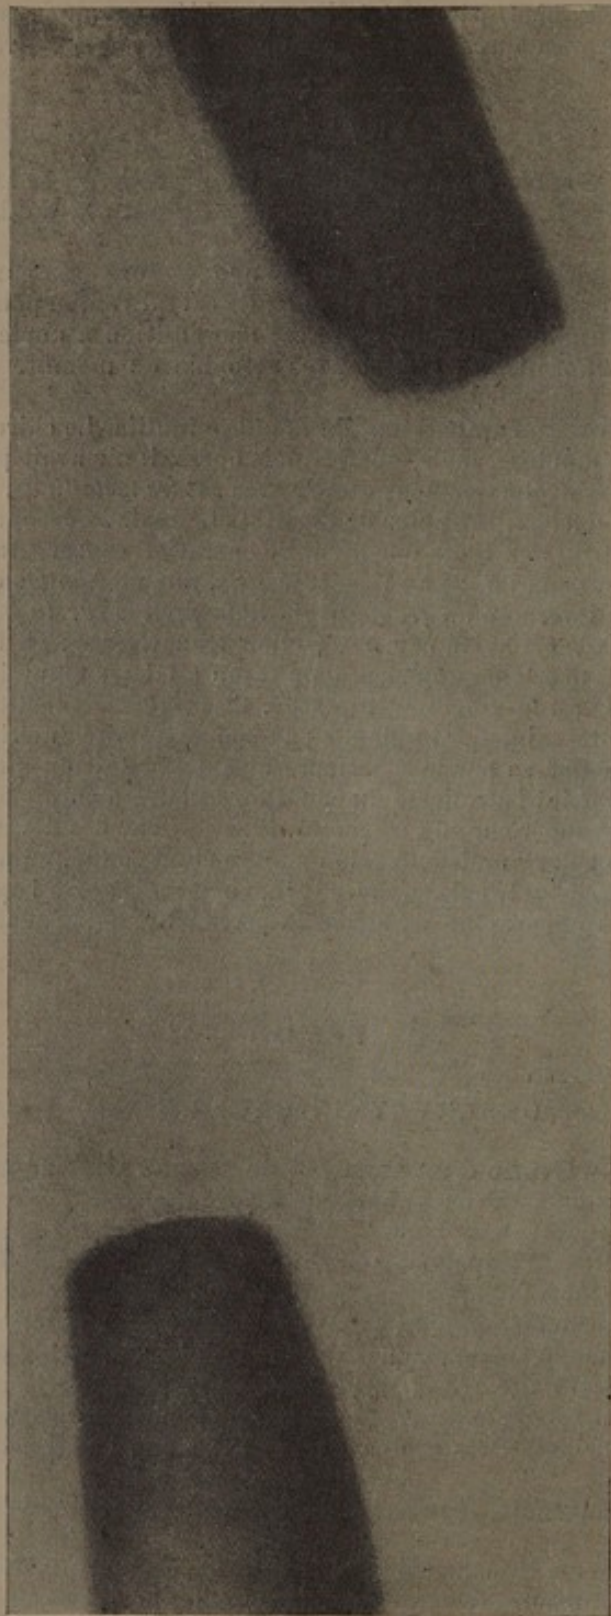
Sébastien F. Radiographie de son fémur droit, faite en décembre 1914, deux mois après la fracture et huit mois avant que la greffe ait été pratiquée. Les deux fragments sont libres.
